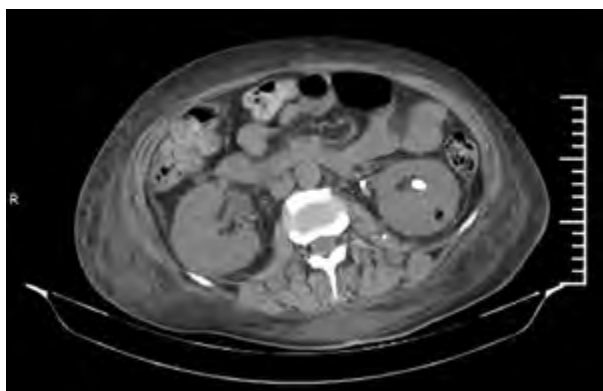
TAC abdominal. Cuatro días posteriores a nefrostomía se observa catéter en posición con aire en corteza de valva posterior del riñón izquierdo.
